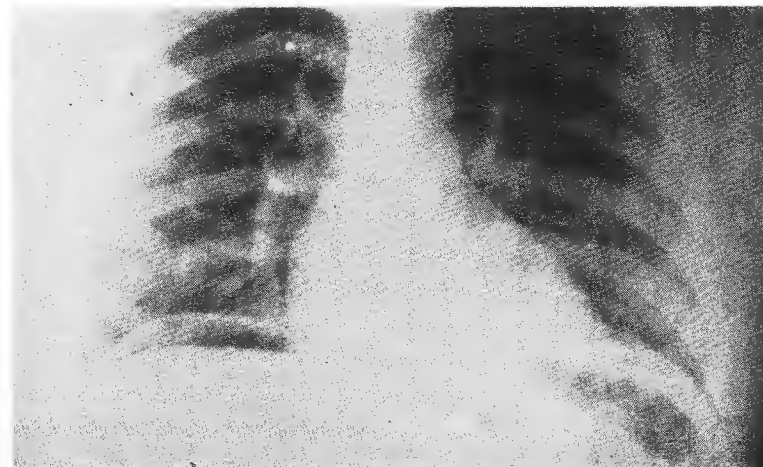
Teleradiografía de tórax en la que se observa neumoperitoneo derecho, producido por perforación intraperitoneal del duodeno.
